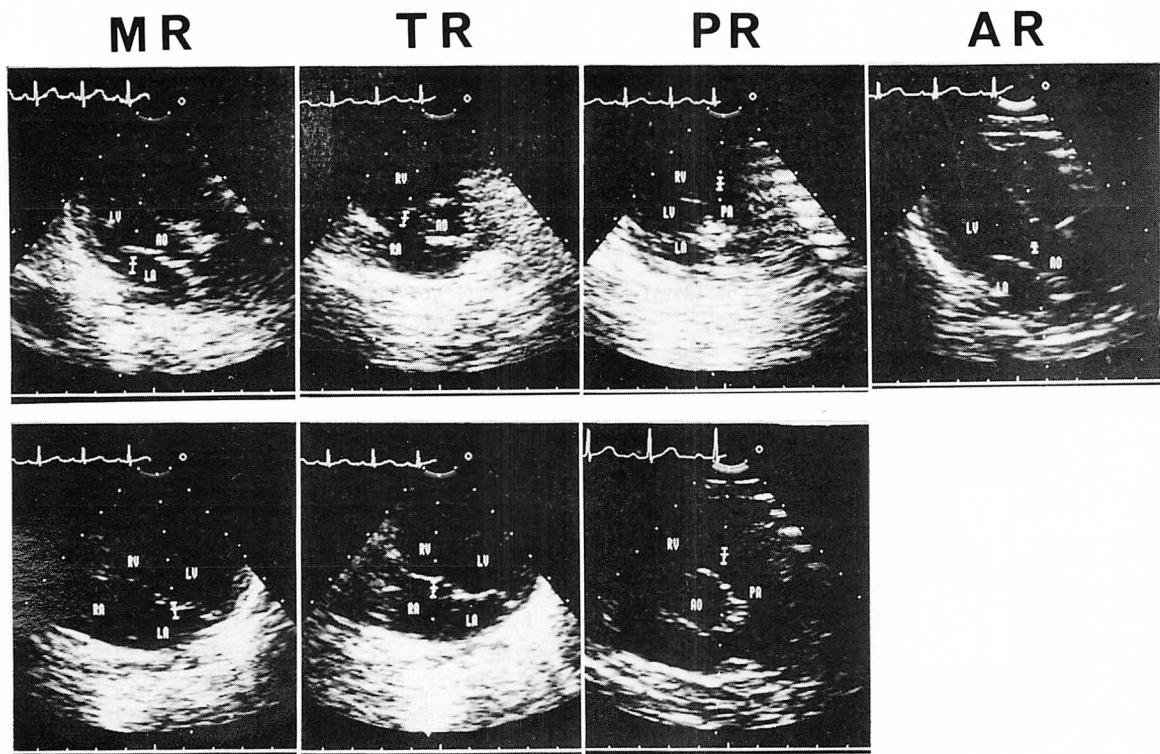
Sections of 2-dimensional echocardiography and sampling points of pulsed Doppler echocardiography.
